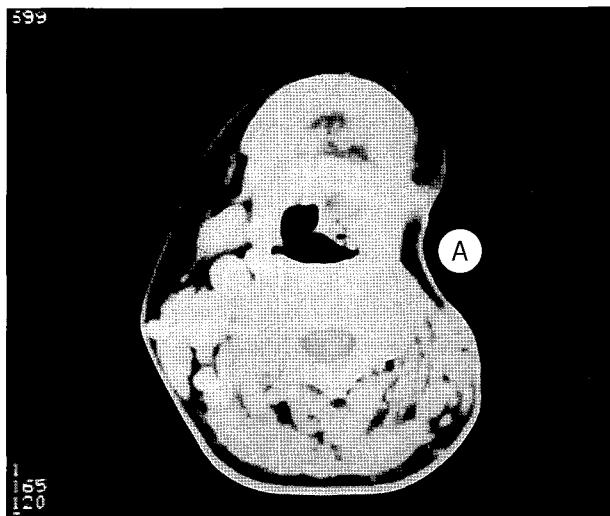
Axial computed tomographic scan of postoperative neck
